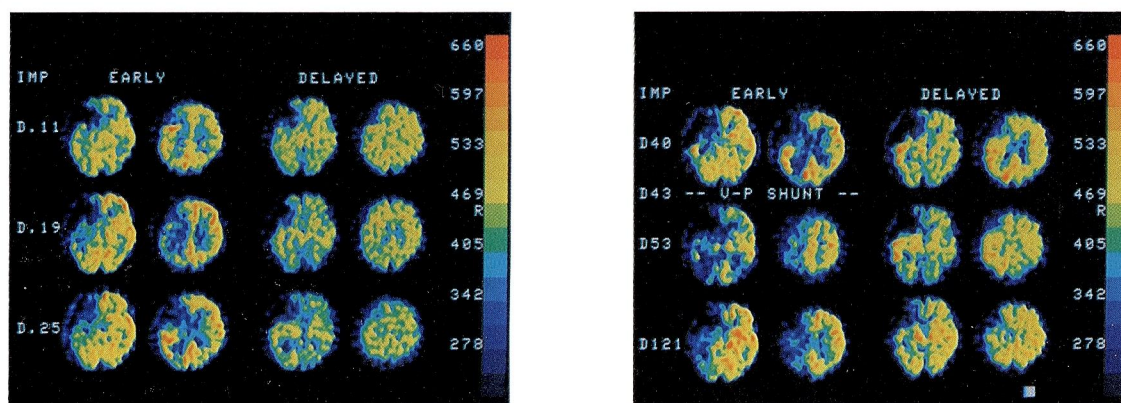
Case 4. a) Serial Xray CT scans, b) Serial IMP-SPECT
